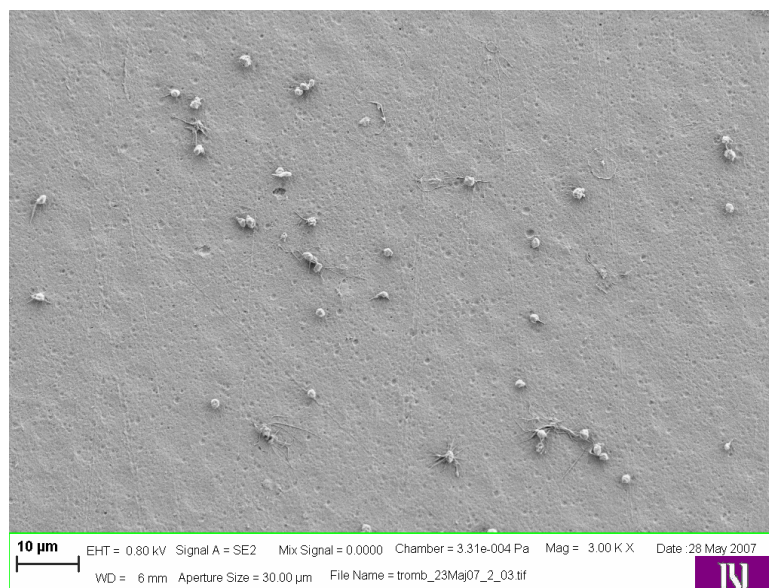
Trombociti na površini vzorca neobdelane PET folije
